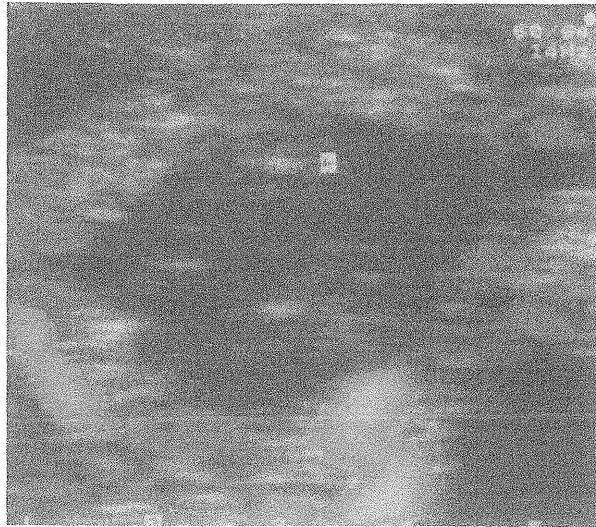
Exame ultra-sonográfico de tireóide com o uso de Doppler a cores em nódulo com fluxo diminuído em seu interior e presente na periferia.
